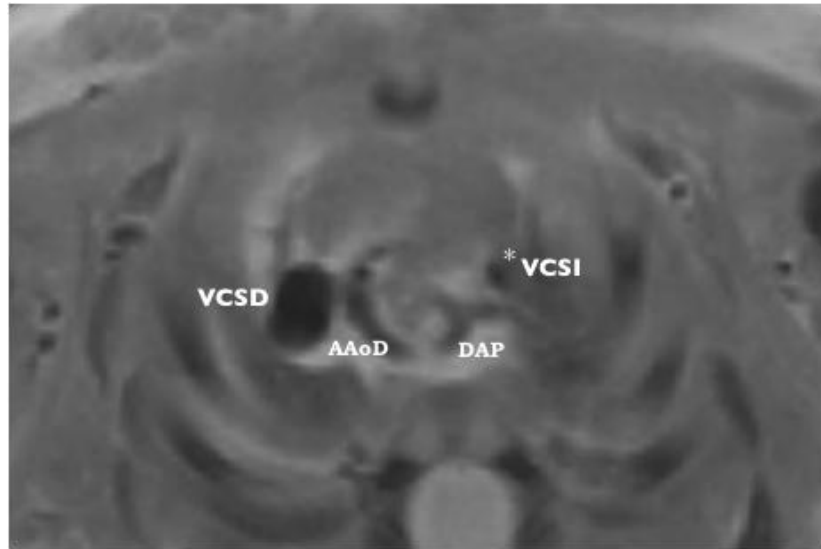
Corte axial de RM obtenida en feto con HDC izquierda. Se demuestra la diferencia de tamaño entre ambas Vv. Cavas Superiores. En dicho feto se diagnosticó además la existencia de un arco aórtico derecho (AAoD) y ductus arterioso persistente (DAP), que formaban un anillo vascular completo alrededor de la tráquea y el esófago.
